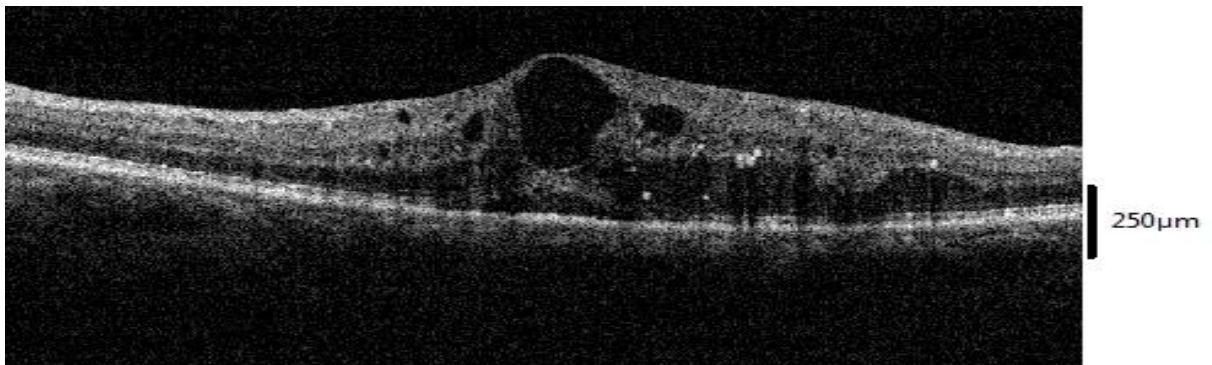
Знімок оптичної когерентної томографії пацієнта з ДМН до початку лікування
